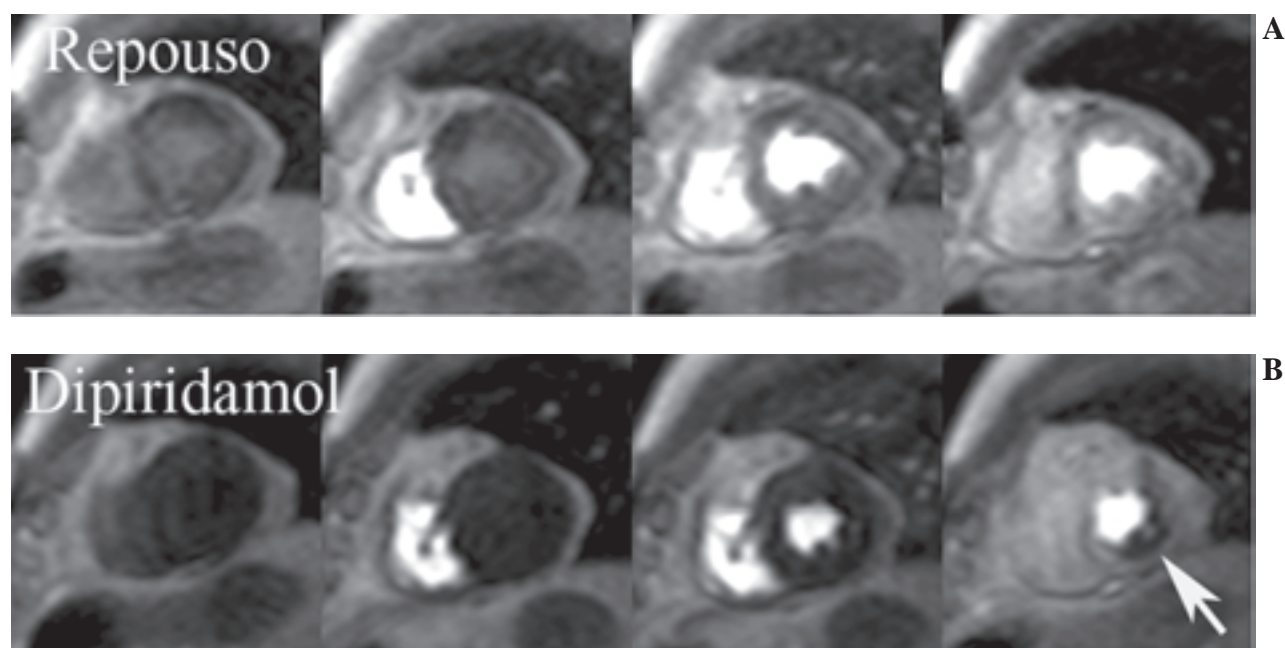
Estudo de perfusão por ressonância magnética em um indivíduo com isquemia. Em A, imagens obtidas em repouso no eixo curto do ventrículo esquerdo, demonstrando primeira passagem normal do meio de contraste (gadolinio). Em B, após injeção endovenosa de dipiridamol (0,56 mg/kg), observa-se defeito de perfusão significativo na região do subendocárdio da parede ínfero-posterior (seta branca) do ventrículo esquerdo.
